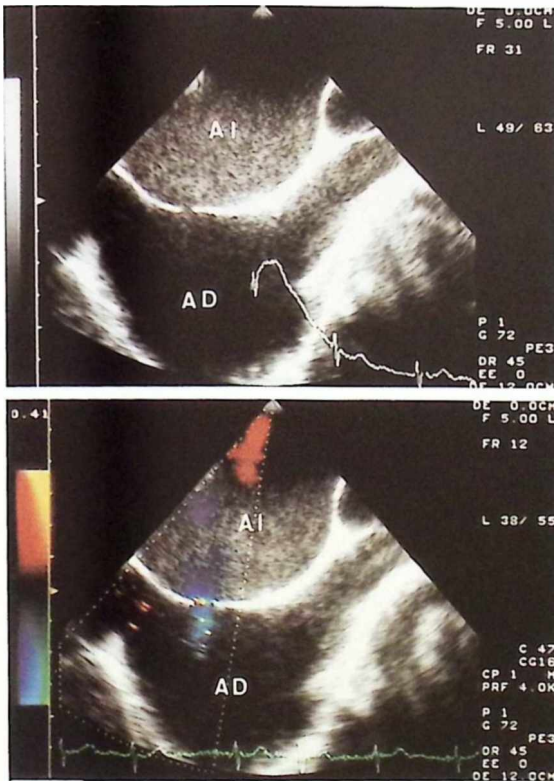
Ecocardiograma transefágico postvalvuloplastia que demuestra la persistencia de la comunicación interauricular (arriba) con flujo turbulento manifiesto por Doppler color (abajo).
